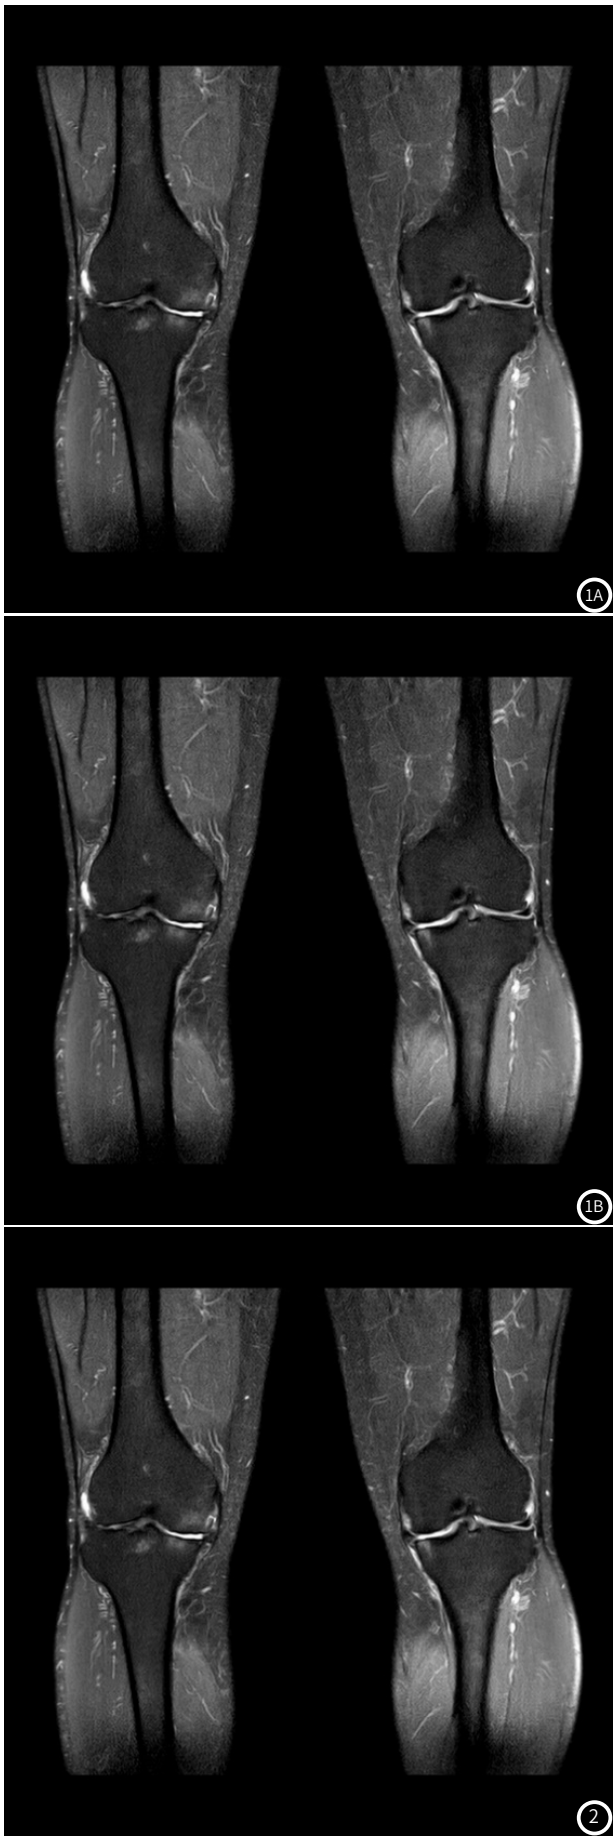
图1B 男，63岁，双膝关节骨性关节炎。MRI PDWI冠状位(图1A)示双膝内侧半月板2度突出，并右侧股骨内侧髁、双侧胫骨内侧平台软骨损伤。PDWI冠状位(图1B)示双膝关节内侧半月板后角3级信号。
